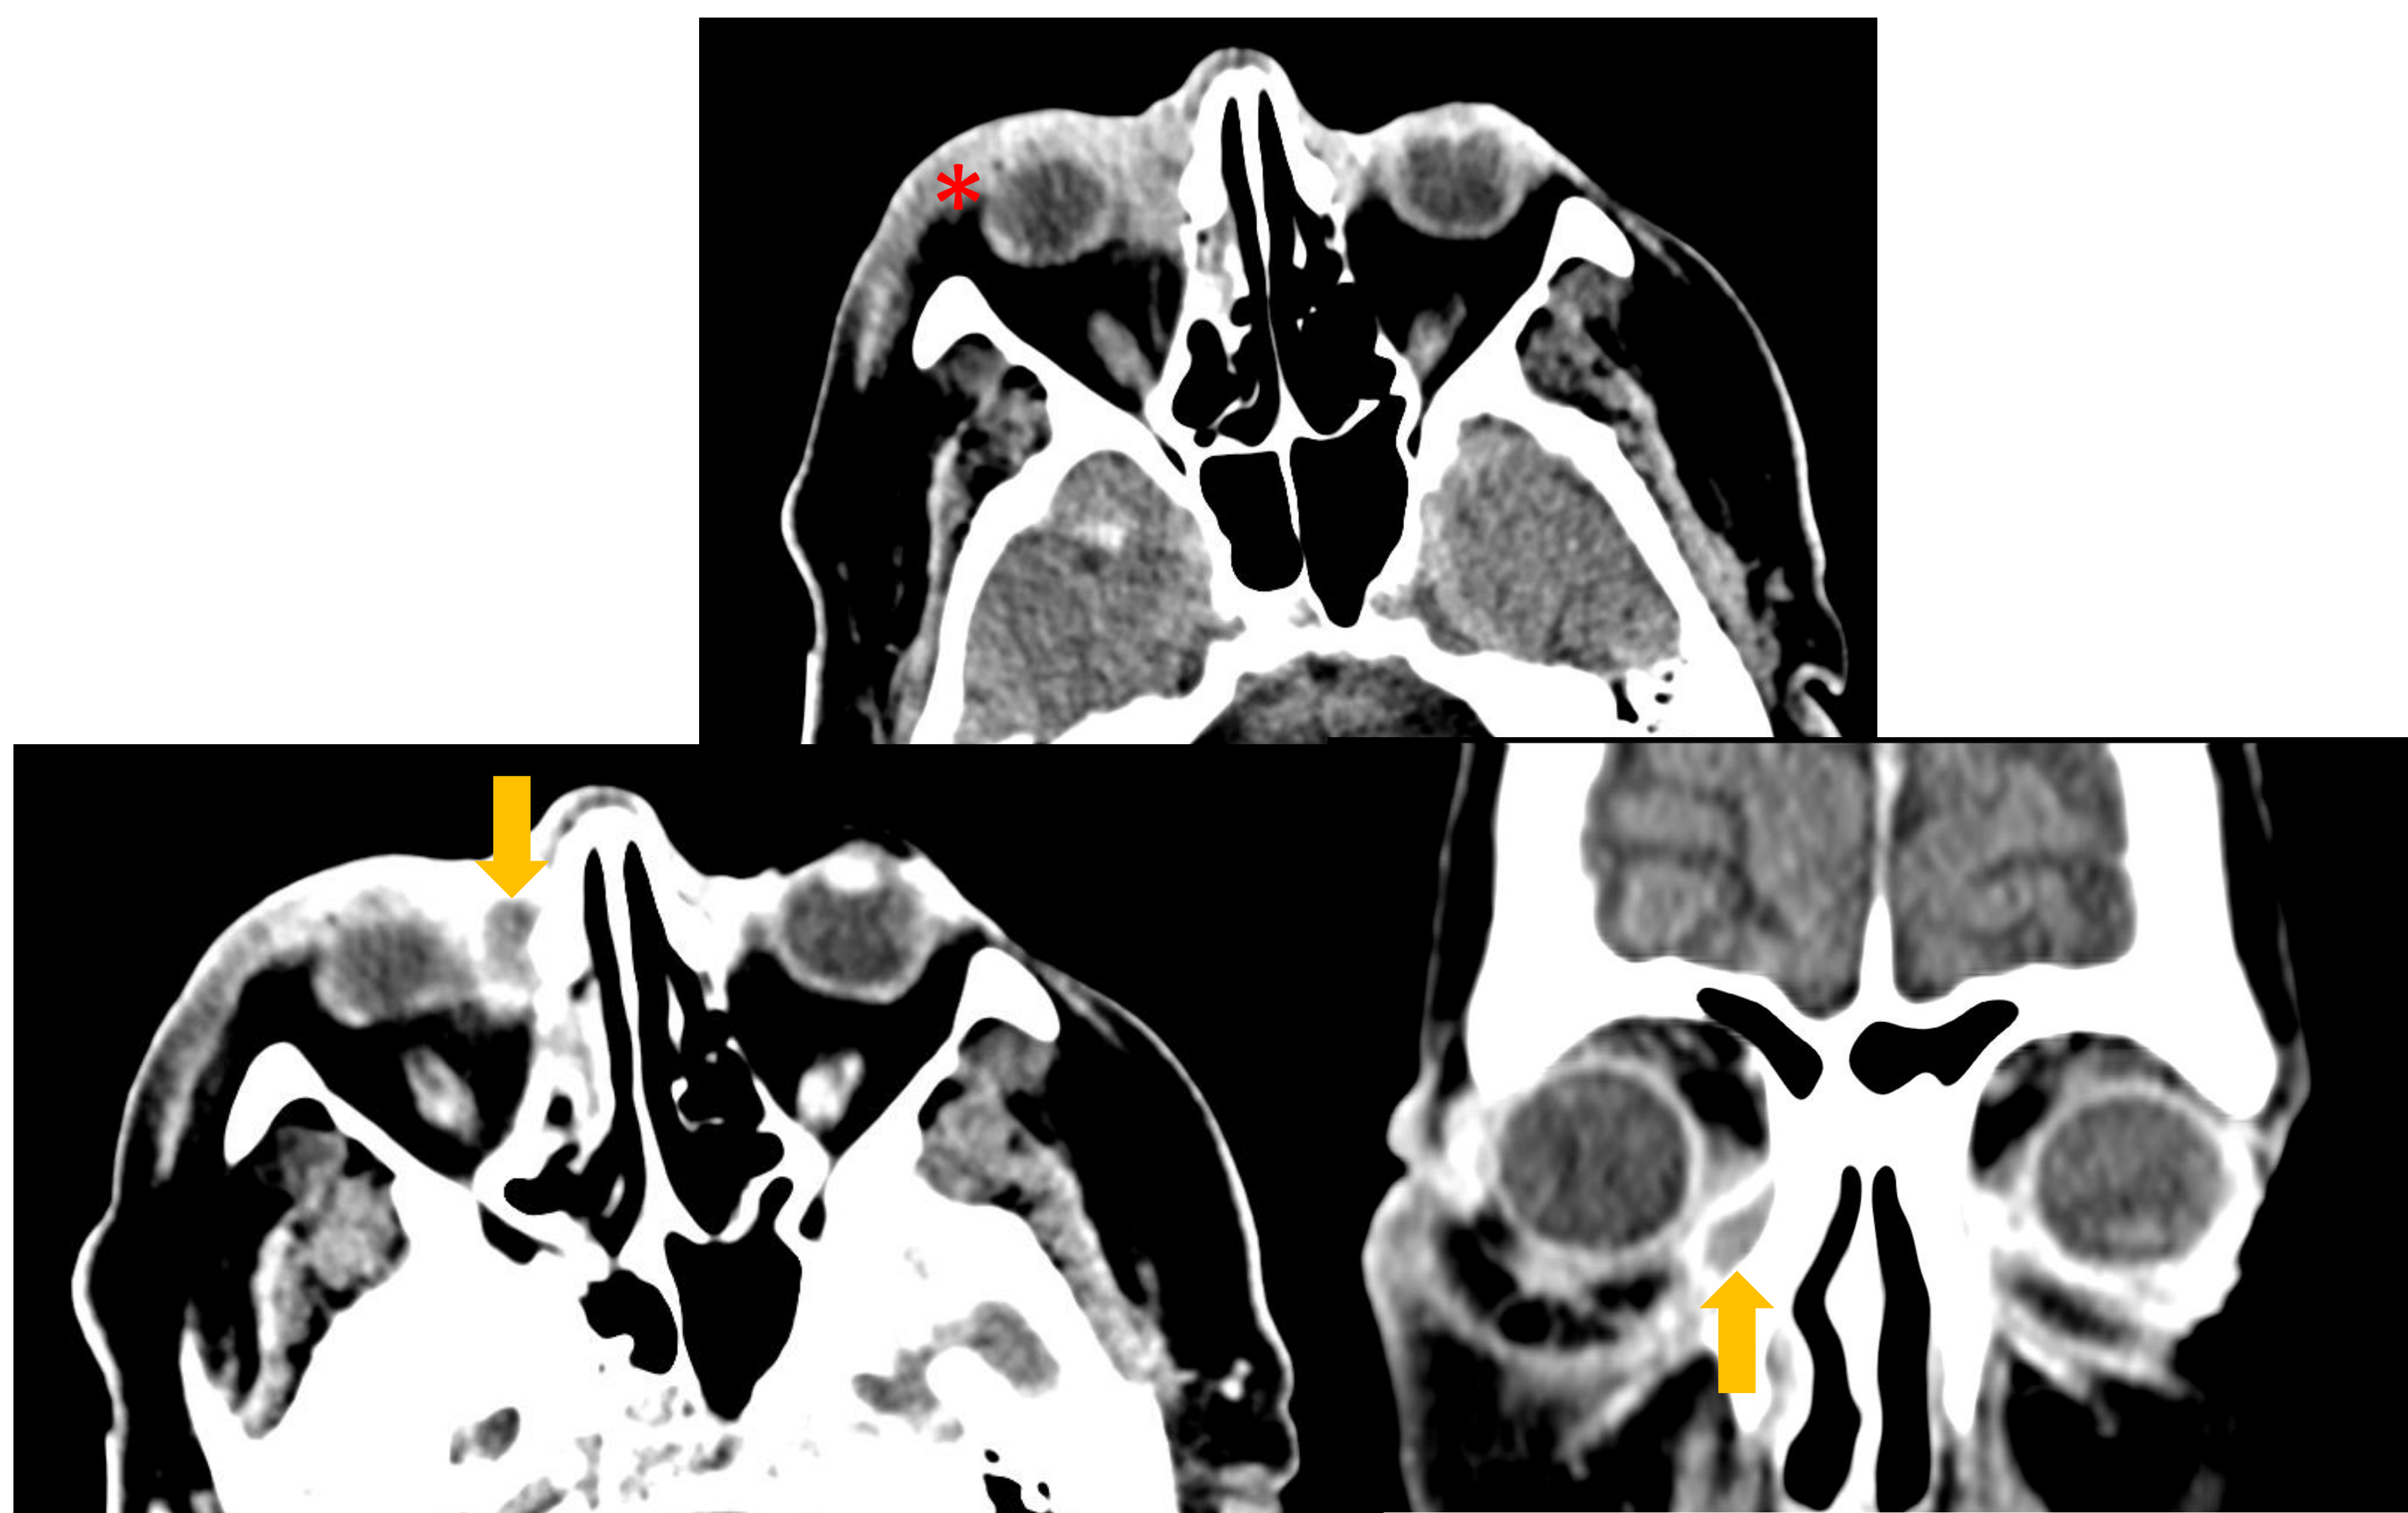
TC axial de órbita sin y con contraste. Reconstrucción coronal. Celulitis orbitaria preseptal (*) con absceso subperióstico adyacente al hueso nasal derecho (flecha).
